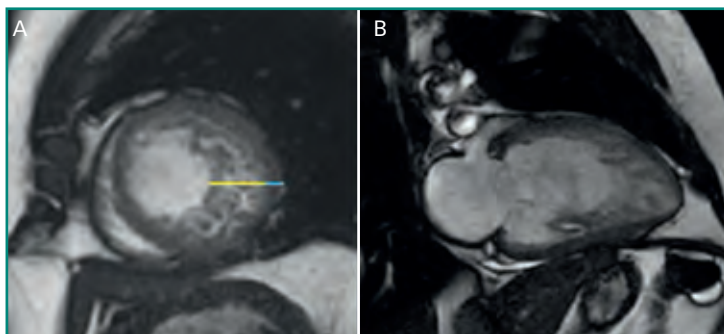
Secuencia de cine o sangre blanca de RM en paciente con miocardiopatía no compactada. A: eje corto donde se aprecia una razón mayor de 3 del miocardio no compactado (*línea amarilla*)/no compactado (*línea azul*); B: mismo corazón en eje largo.
